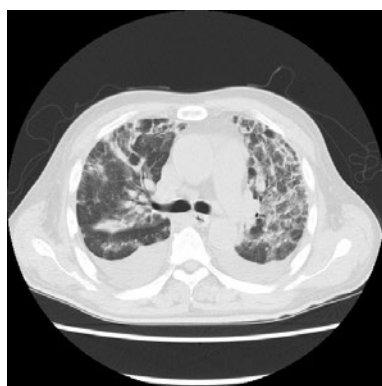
胸部単純CT. 両側上葉優位でびまん性に、小葉間隔壁の肥厚を伴う斑状すりガラス陰影を認め、右下葉や左舌区など一部では牽引性気管支拡張を伴う浸潤影も認める。両側に多量の胸水を伴うが明らかな胸膜の異常は認めない。
